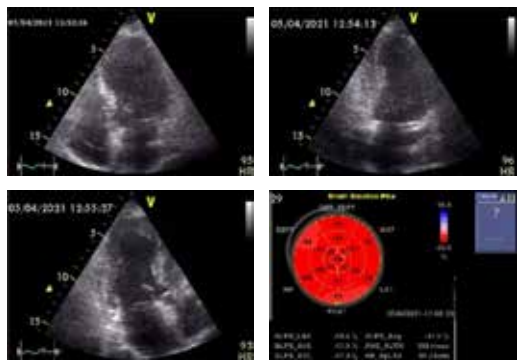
Ecocardiograma sin alteraciones.
